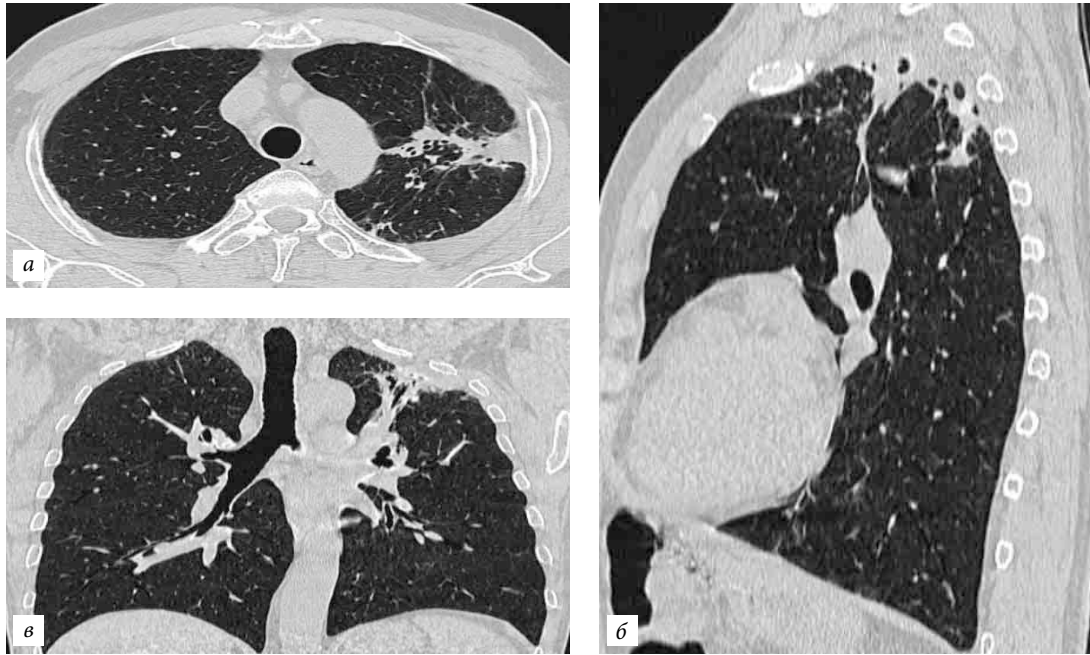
Компьютерная томография органов грудной полости от 27.02.2018 г.: легочный режим — через 1,5 месяца после катетеризации абсцесса легкого.
